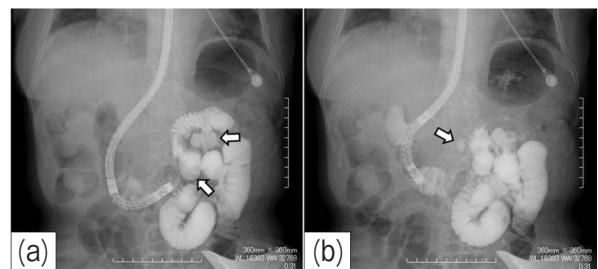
シングルバルーン内視鏡時に施行した小腸造影X線検査
